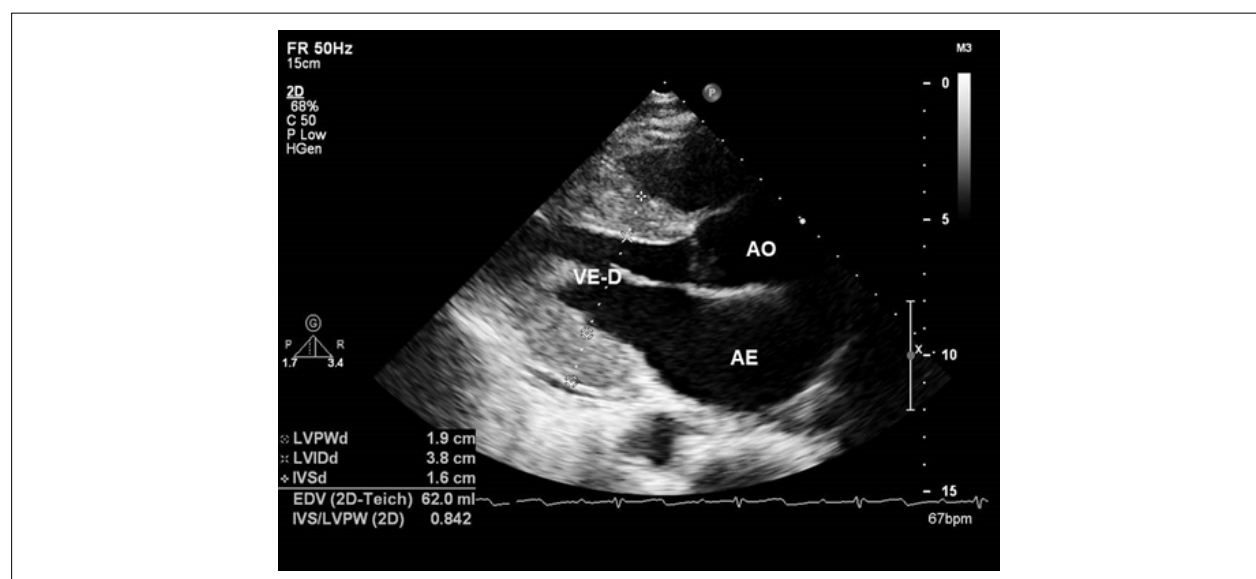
Imagem obtida a partir da ecocardiografia transtorácica. Corte paraesternal longitudinal evidenciando aumento da espessura miocárdica das paredes septal anterior e lateral inferior de paciente com amiloidose forma AL. Observa-se aspecto brilhante das paredes miocárdicas sugestivas de doença infiltrativa.
